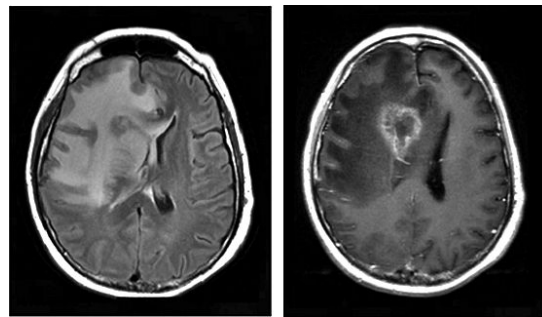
脳放射線壊死に対するベバシズマブ治療の経緯。 ベバシズマブ投与により、脳放射線壊死の浮腫、造影域は軽快したが、治療1年後に壊死再燃を認めた。これら病変が腫瘍の再発でなく、脳壊死であることをアミノ酸 PET で確認してある。
